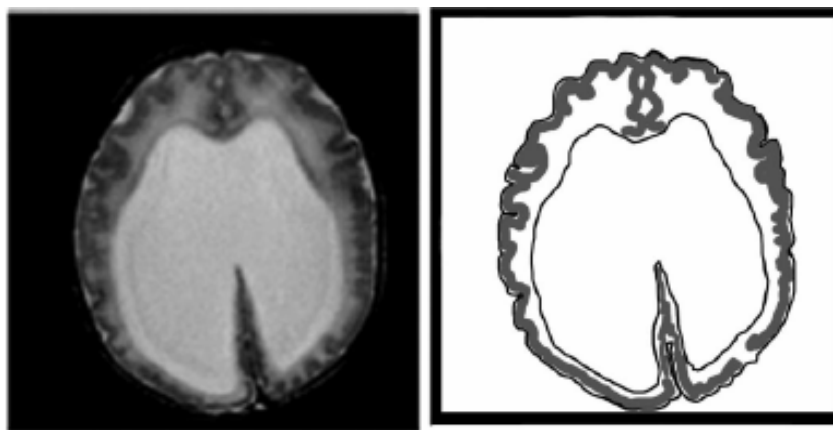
Lisencefalia tipo II o “cobblestone”. Imagen de resonancia magnética axial de un cerebro con lisencefalia tipo II o cobblestone. Se puede observar la apariencia “cobblestone” del córtex, la ausencia de cuerpo calloso, y los ventrículos laterales dilatados.
